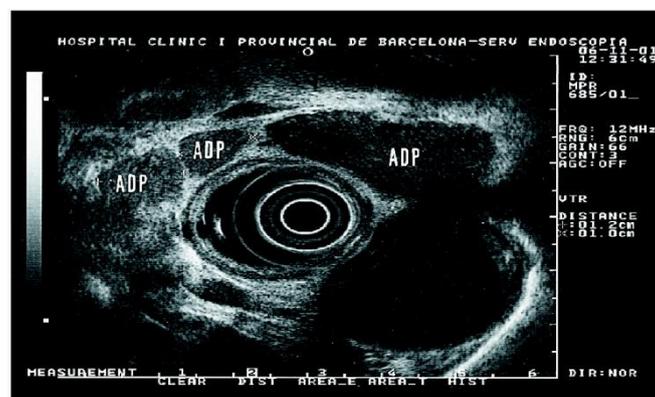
PAAF por ultrasonografía endoscópica USEPAAF⁽⁸⁾
